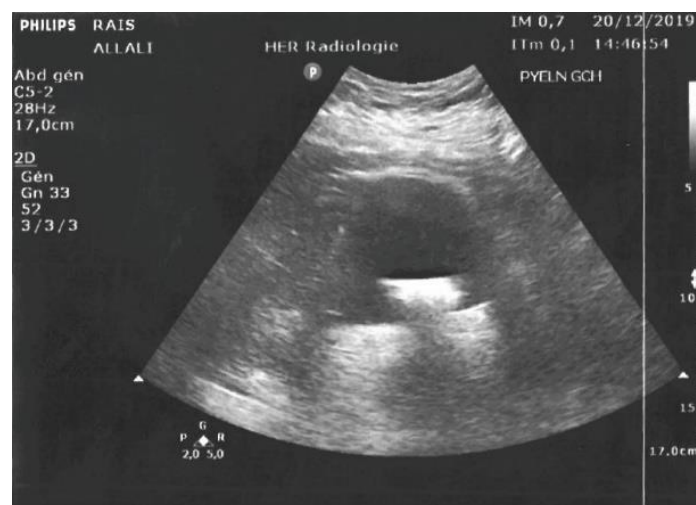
Image d'échographie pelvienne, en coupe transversale, objectivant une formation hyperéchogène linéaire avec cône d'ombre postérieur en intra-vésical
